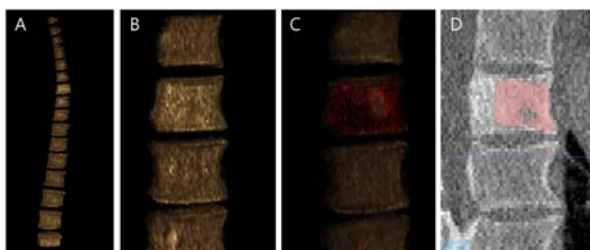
골 전이 병변의 3차원 가시화 (A)분할된 추체 결과, (B)볼륨 렌더링, (C)볼륨 렌더링에서의 골 전이 검출 결과, (D)CT 영상에서의 골 전이 검출 결과
